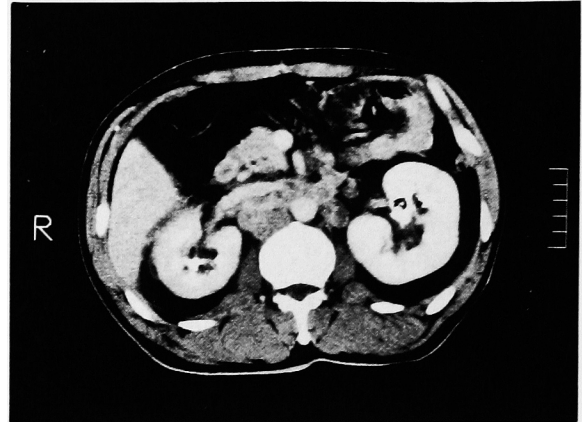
CT scan of the abdomen revealed a para-aortic tumor.
